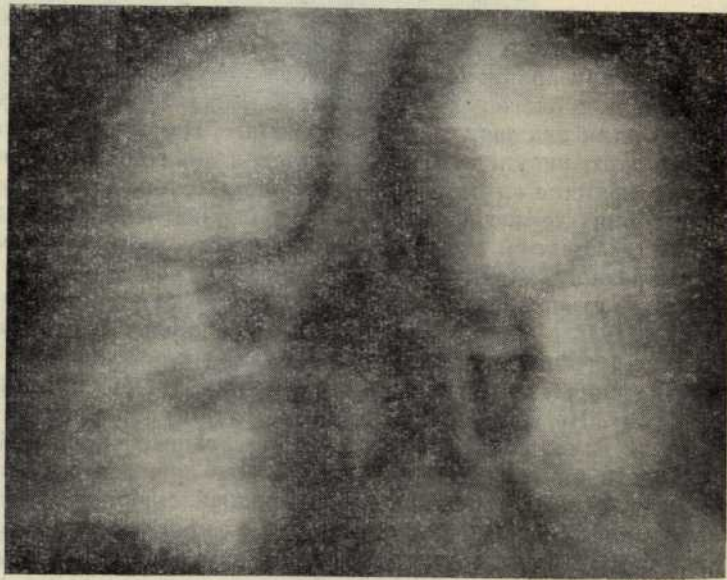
Томограмма больной К.
